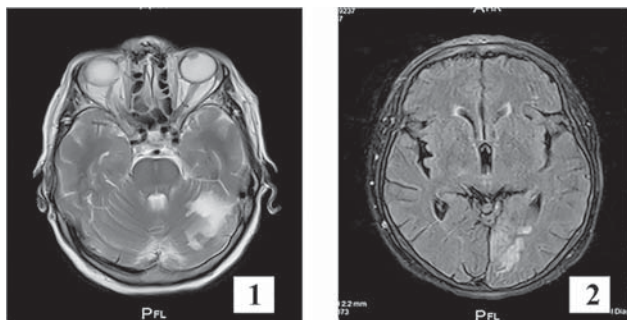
ASPECTS scor (IRM, regim T2) 8 puncte (-1 punct pentru focarul ischemic din teritoriul arterei cerebeloase superioare stângi (1) și -1 punct pentru focarul din teritoriul arterei cerebrale posterioare pe stânga (2))
